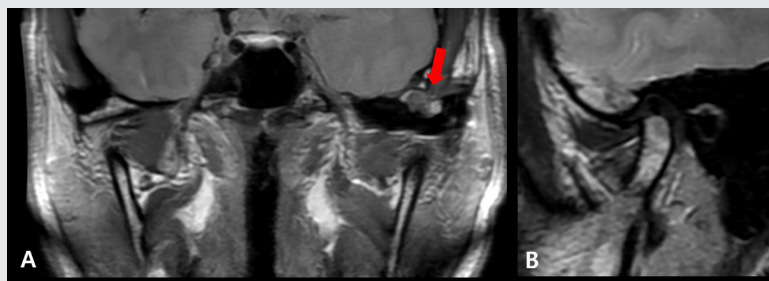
MRI(T2) image 6 months after surgery. (A) Coronal view. (B) Sagittal view. The loose body removal of the mandibular condyle can be confirmed with an MRI image taken 6 months after surgery. It can be seen that the lesion remains in the temporal squamous part mastoid air cell (red arrow).
